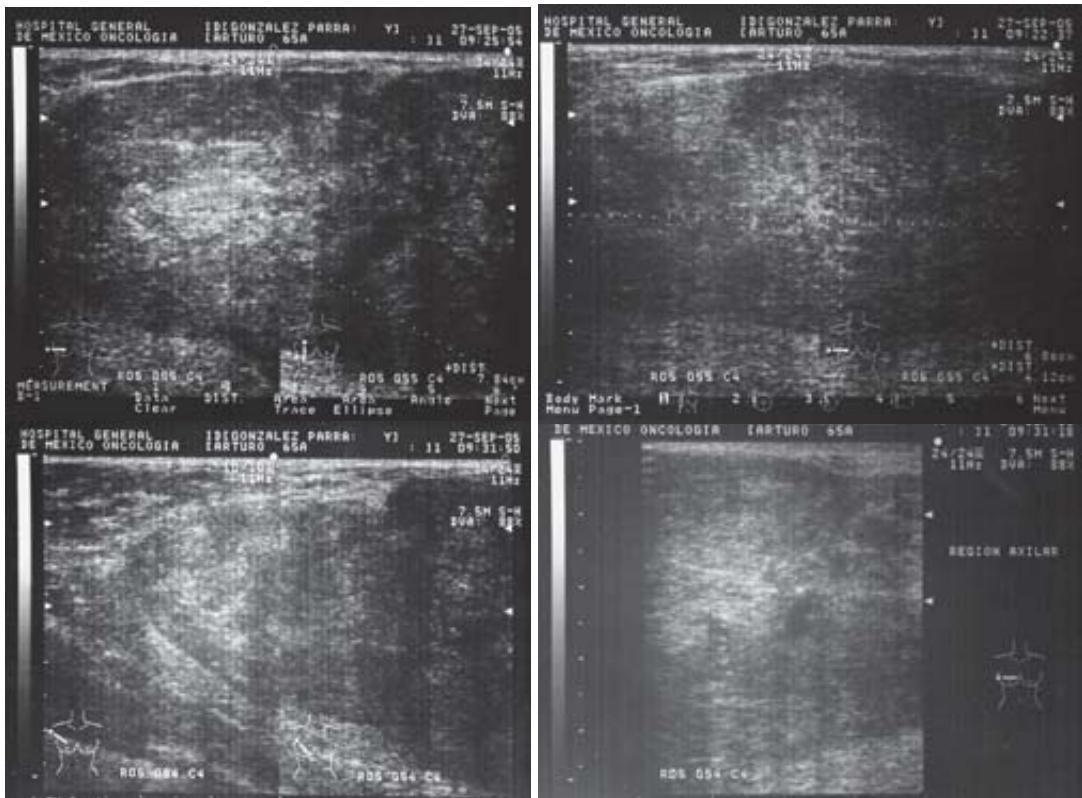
El ultrasonido en escala de grises presenta imagen nodular, bien delimitada, predominantemente hipoeocoica, de aspecto sólido y heterogéneo en forma difusa.
